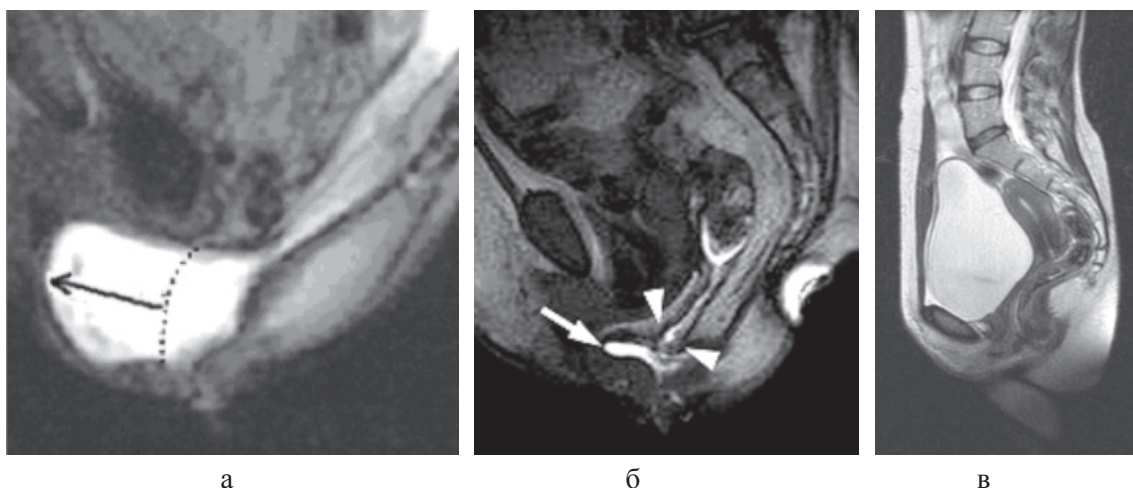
Динамические МР-томограммы больной С., 43 лет, до операции: а – при заполнении кишки контрастом и максимальном натуживании определяется ректоцеле большего размера (показано черной стрелкой); б – при частичном опорожнении кишки от контраста видно неопорожнившееся от контраста ректоцеле (показано белой стрелкой) и ОСПК (показано белыми треугольными стрелками); в – коррекция ректоцеле и ОСПК через 6 мес. после операции (снимок при максимальном натуживании без контрастирования)
